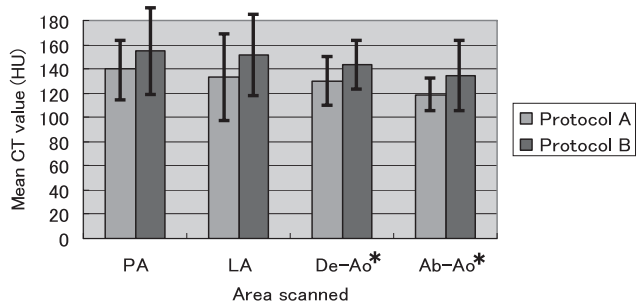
Comparison of mean CT values on protocol A and B in delayed phase. Columns indicate mean CT values. * = statistically significant difference between protocol A and B. PA; Pulmonary artery, LA; Left atrium, De-Ao; Descending aorta, Ab-Ao; Abdominal aorta.
